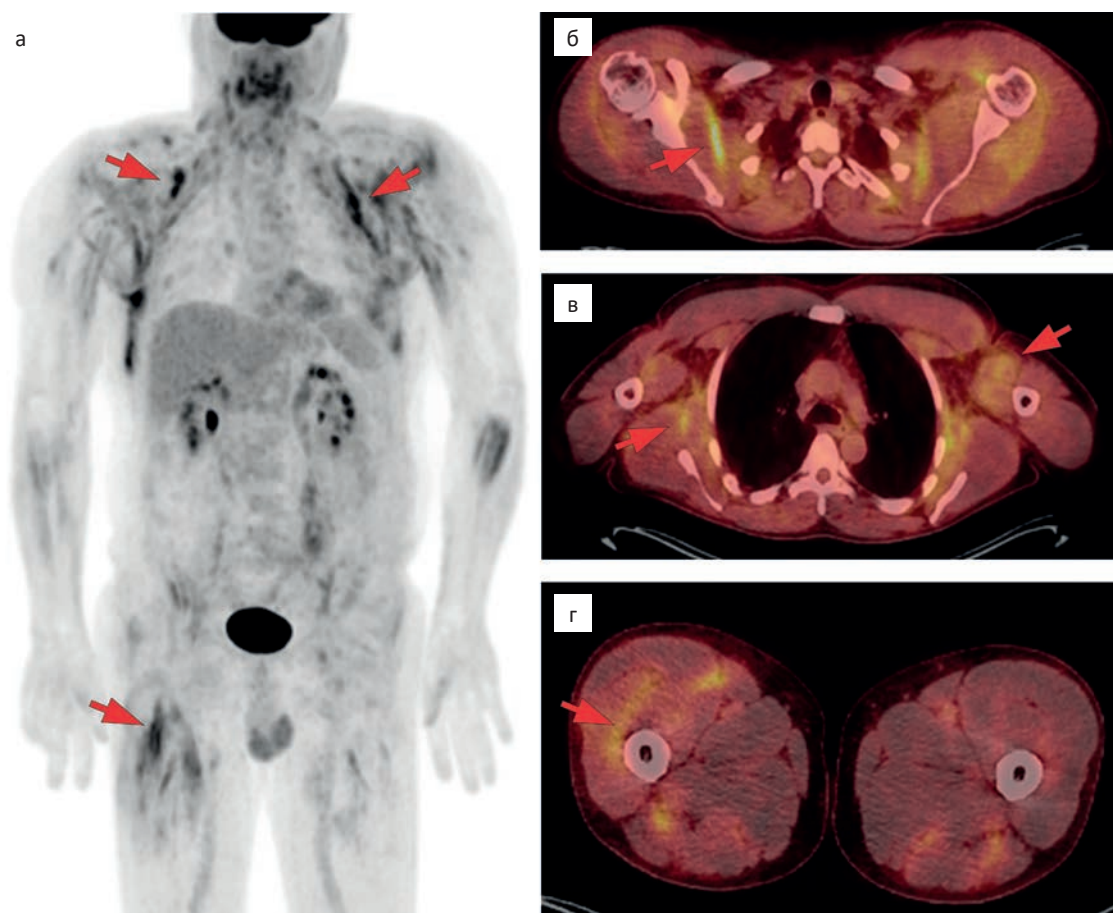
ПЭТ/КТ всего тела с ^{18}F -ФДГ. На MIP-проекции ПЭТ (а) и аксиальных проекциях ПЭТ/КТ (б, в, г) отмечается повышенное накопления ^{18}F -ФДГ в мышцах, наиболее выраженное в области межмышечных участков фасций мышц шеи, верхнего плечевого пояса, спины, груди, ягодичных и бедренных областей, а также в подвздошно-поясничных мышцах с $\text{SUV}_{\text{max}} = 6,20$, без патологических структурных изменений по КТ
